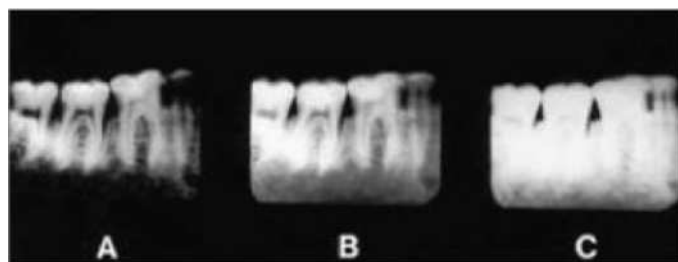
Radiografías obtenidas en películas de la misma zona en la que se muestran variaciones de contraste. Whaites E. Fundamentos de la radiología dental.
